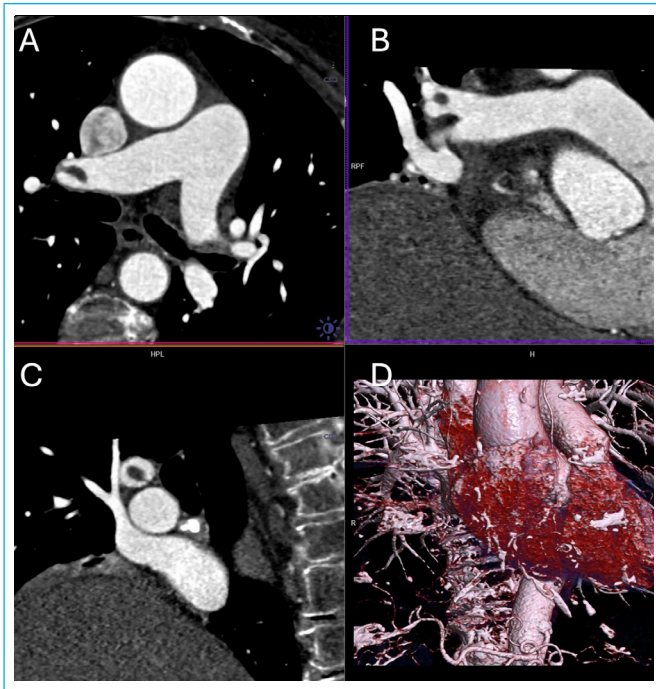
TC cardíaca. A, B y C: se observan defectos de repleción en las arterias pulmonares compatibles con el tromboembolismo pulmonar. D: reconstrucción 3D de la silueta cardíaca para la orientación en estos planos
